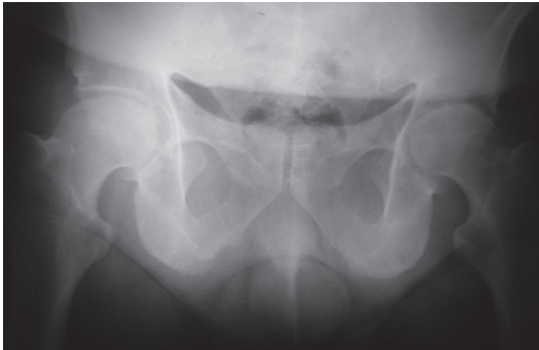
Radiografía anteroposterior de pelvis. Cadera izquierda, pérdida de la esfericidad de la cabeza femoral, pérdida muy severa del espacio articular coxofemoral. Cadera derecha: esclerosis subcondral en región superior externa de la articulación coxofemoral con pérdida parcial de la esfericidad de la cabeza femoral y disminución del espacio articular.
